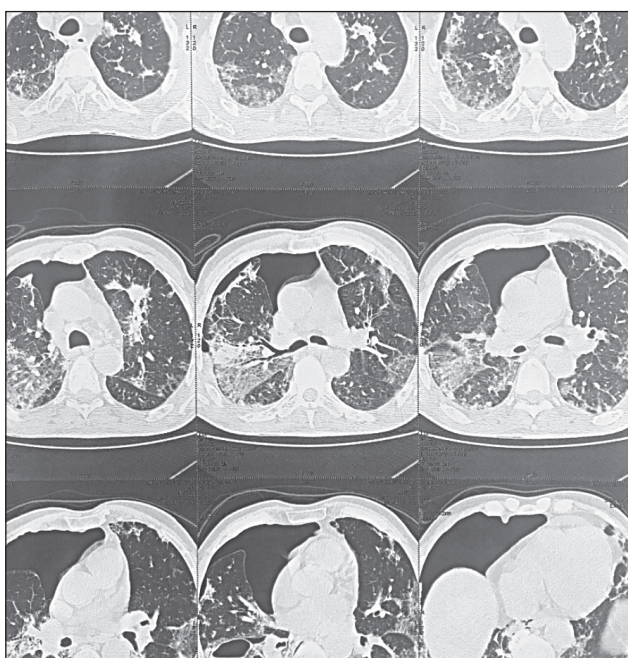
Комп'ютерна томографія легень
